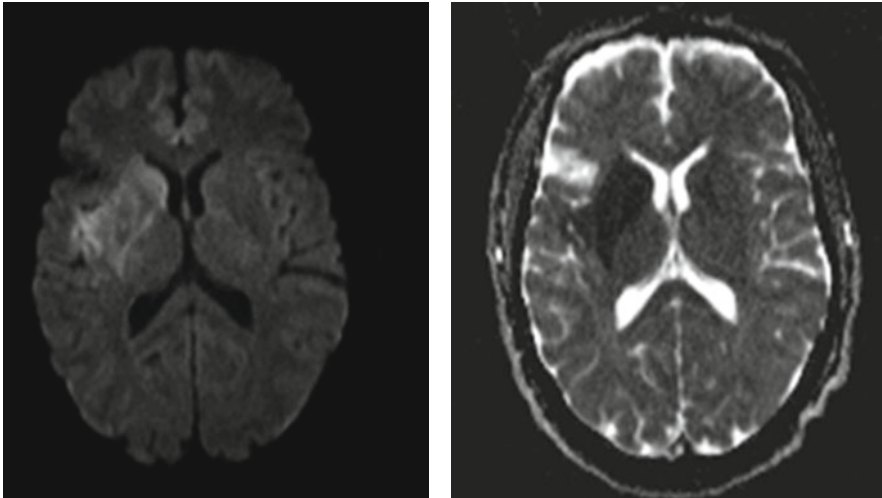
AVC ischémique du territoire lenticulostré droit. À gauche, hypersignal B 1000 en IRM du noyau lenticulaire droit. À droite, restriction d'ADC dans le territoire du noyau lenticulaire droit témoignant d'un œdème cytotoxique.
